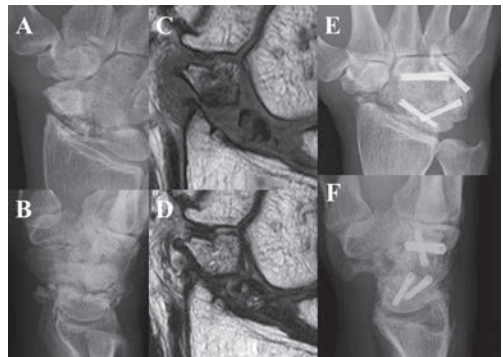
LL群の症例提示. A, Bは術前X線像. C, Dは術前MRI像でT1強調で低輝度・T2強調で低輝度であり近位骨片は萎縮している. E, Fは術後X線像でfour corner fusion手術を行い骨癒合は良好である.
